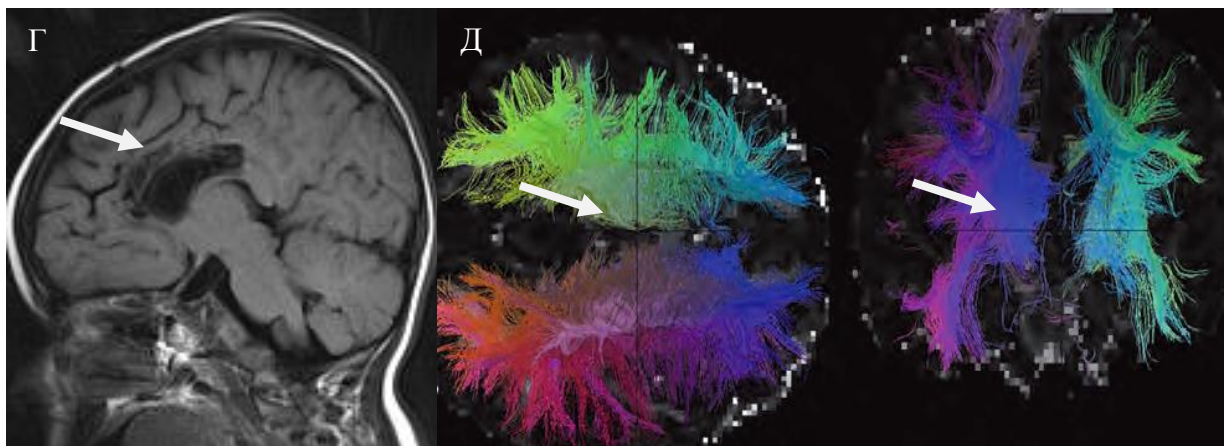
(Г,Д) – Послеоперационные МРТ и МР-трактография. Больной М., 9 лет. Ист. б. №2052-10. На снимке Г показана МРТ головного мозга после полного рассечения мозолистого тела, Д - послеоперационная трактография.
